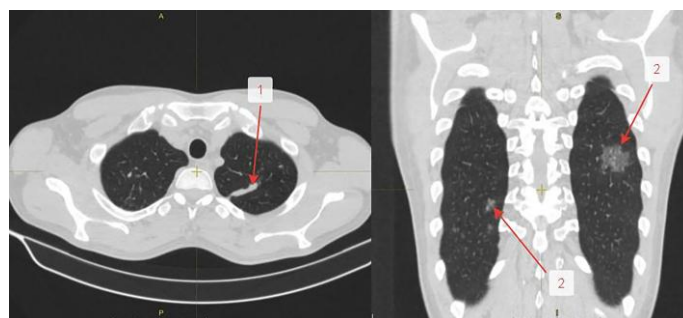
МСКТ ОГК от 15.01.2021г.: в 1-2 сегментах с обеих сторон очаги и фокусы прежних размеров и плотности с сохранением мелкой полости распада в одном из очагов в верхней доле справа. В 6 сегментах с обеих сторон и 10 сегменте справа появились участки «матового стекла». Стрелками указано: 1 – инфильтрат в верхней доле слева; 2 – участки «матового стекла»
